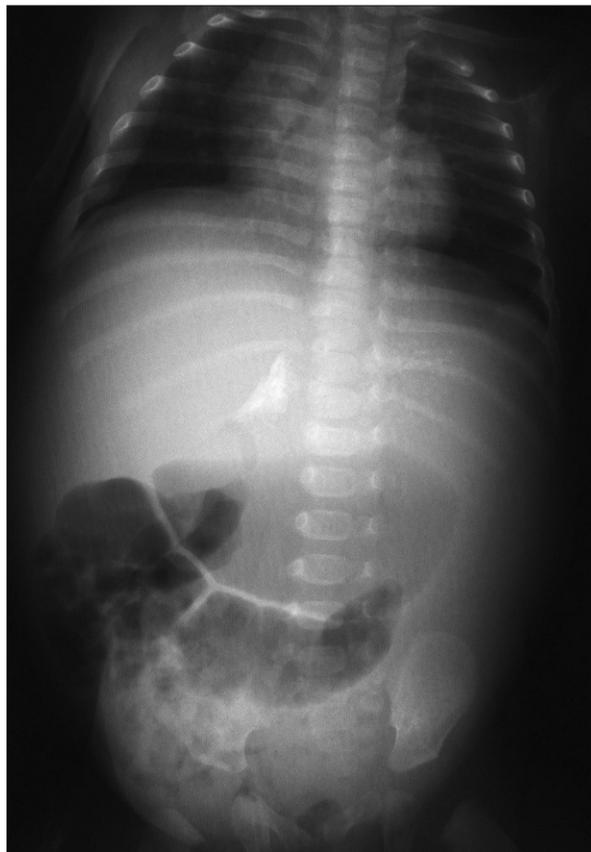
Radiografía simple de tórax y abdomen.
